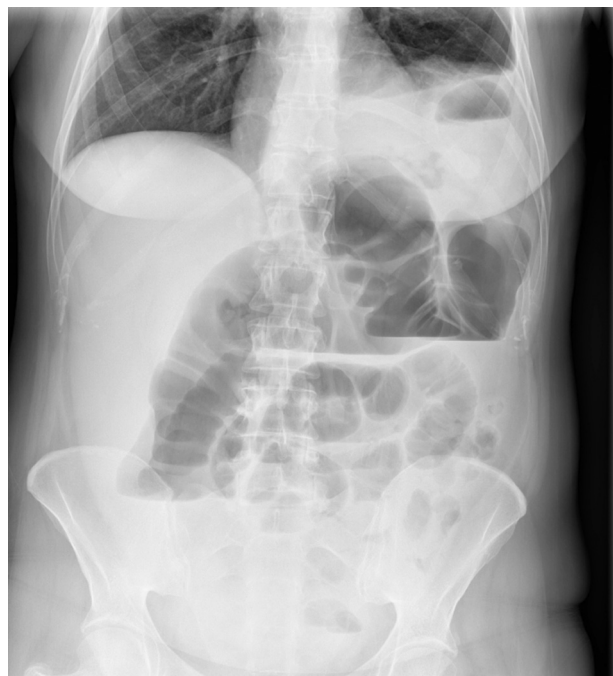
Radiografía simple de abdomen, en la que se aprecia elevación del hemidiafragma izquierdo con contenido intestinal en la cavidad torácica y dilatación de colon hasta el ángulo esplénico.
